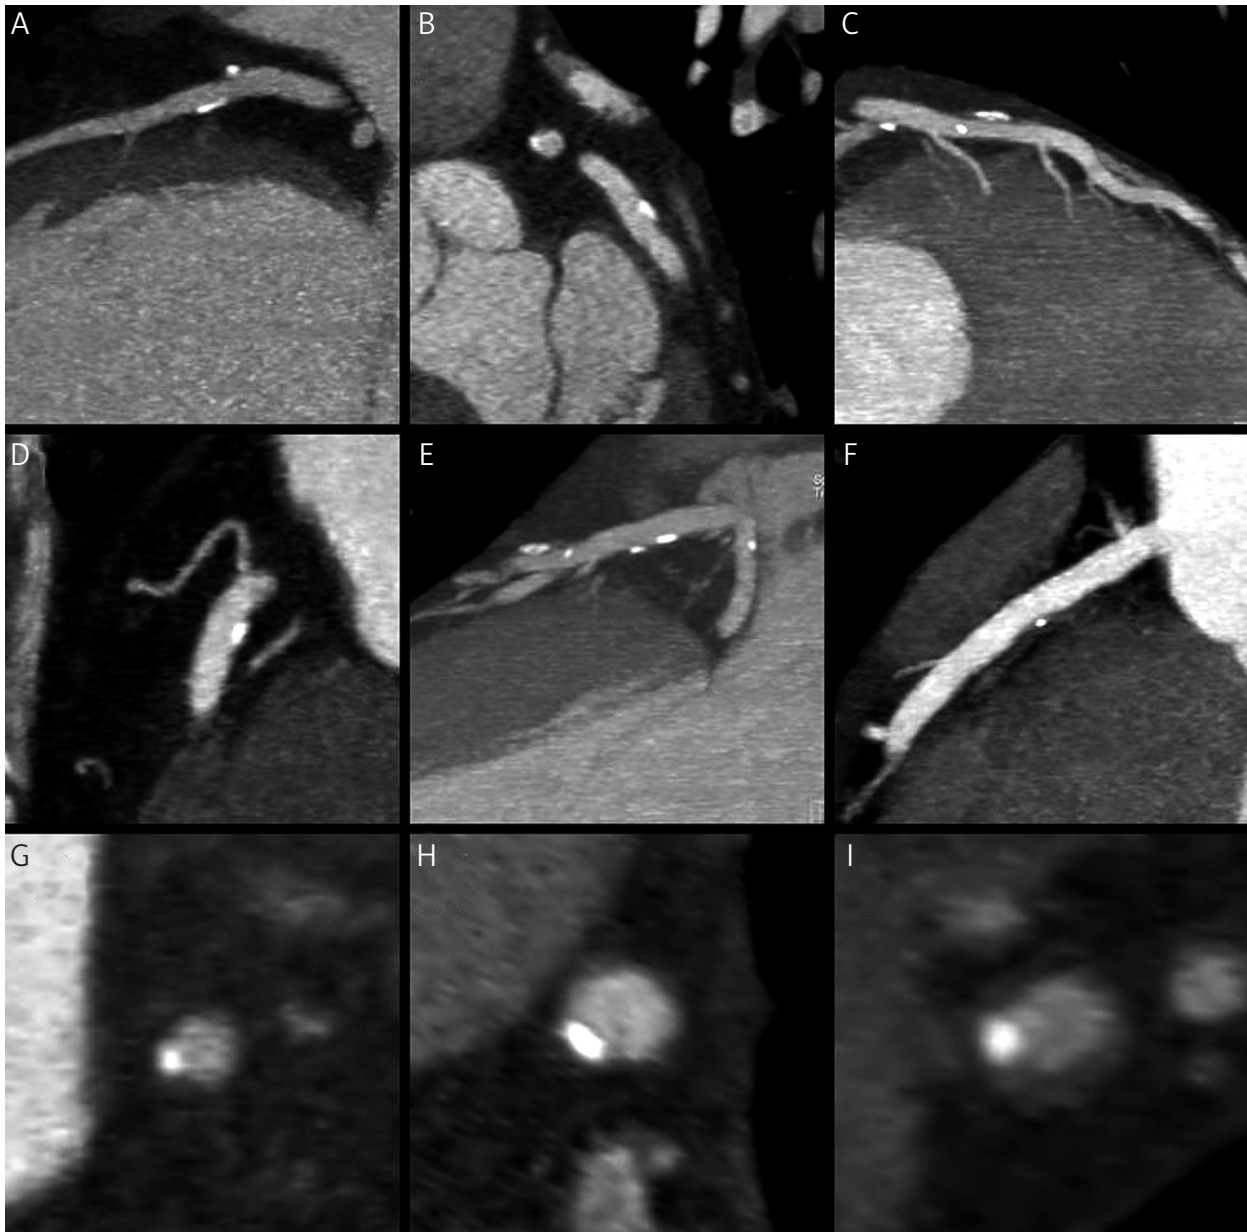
Coronary CT. A – in MIP reconstruction (slice thickness 5.0 mm) calcification makes the stenosis assessment difficult, B – changing the reconstruction to MPR (slice thickness 0.6 mm) demonstrates no lumen obstruction in this segment, C, D – the same clinical situation in different patient
